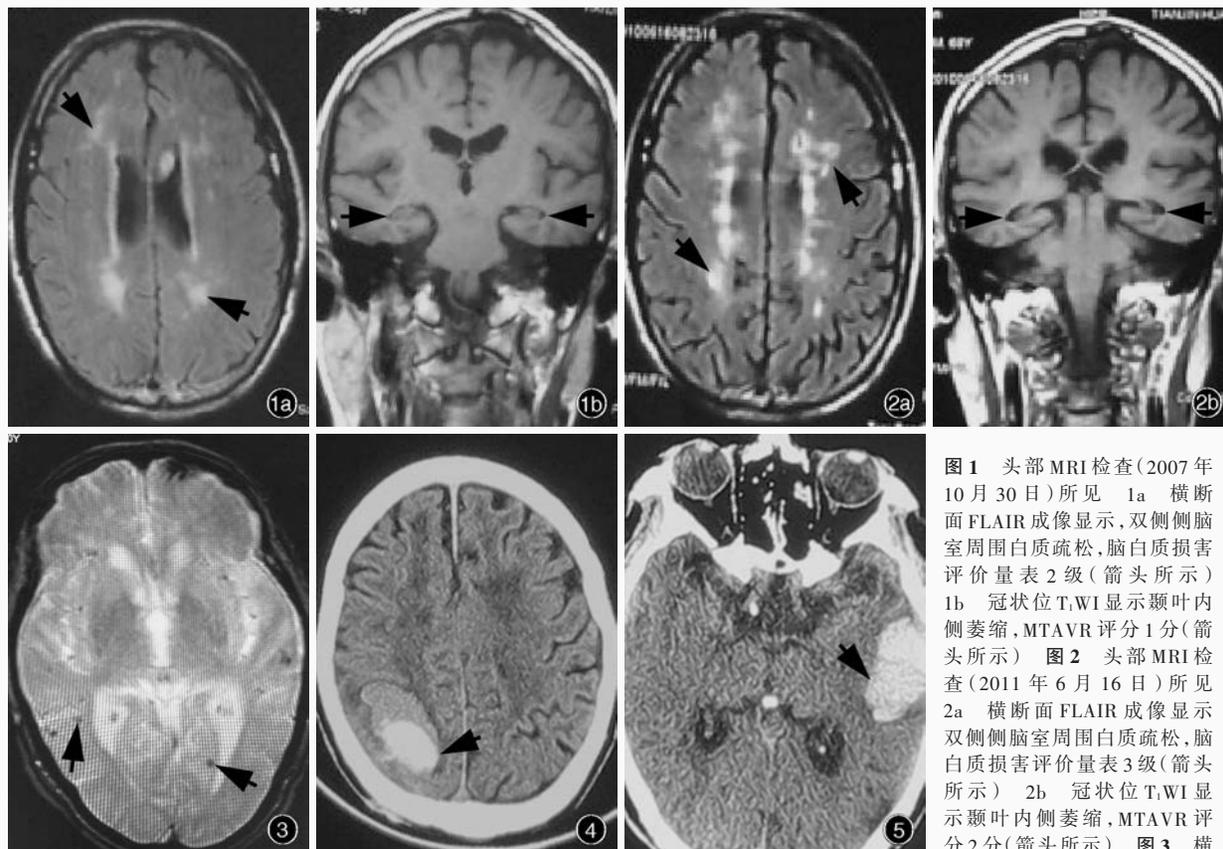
头部MRI检查(2007年10月30日)所见 1a 横断面FLAIR成像显示,双侧侧脑室周围白质疏松,脑白质损害评价量表2级(箭头所示) 1b 冠状位T₁WI显示颞叶内侧萎缩,MTAVR评分1分(箭头所示) 图2 头部MRI检查(2011年6月16日)所见 2a 横断面FLAIR成像显示双侧侧脑室周围白质疏松,脑白质损害评价量表3级(箭头所示) 2b 冠状位T₁WI显示颞叶内侧萎缩,MTAVR评分2分(箭头所示) 图3 横断面GRE-T₂WI(2013年1月
